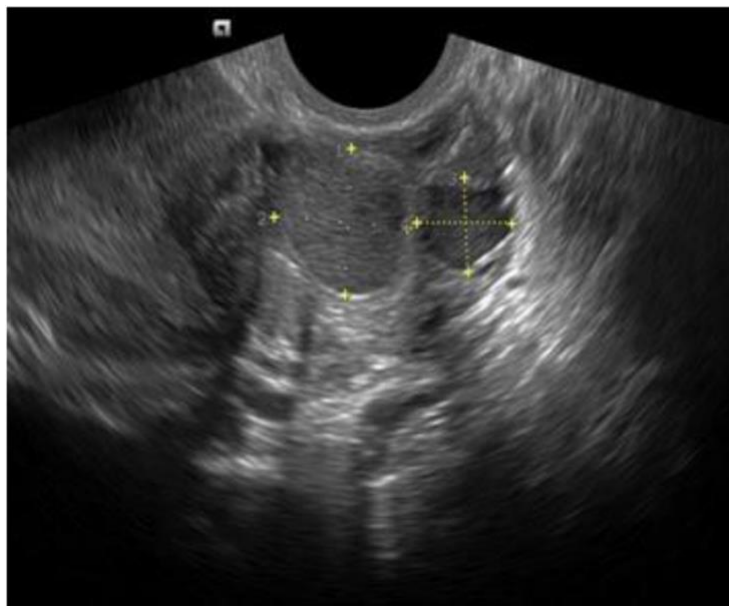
Échographie montrant deux endométriomes ovariens (34).
